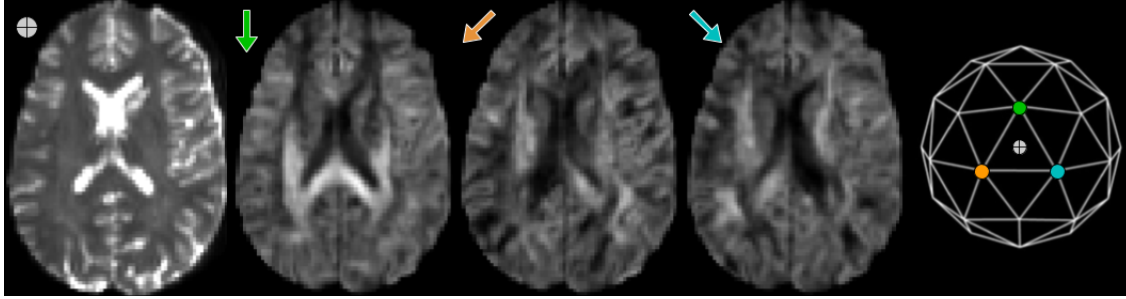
IRM de diffusion avec une image b_0 et 3 directions à une « b -value » 1000. Ces volumes de diffusion sont représentés par 3 positions sur une sphère discrète et d'un point centre (b_0) dans le « q -space ».
